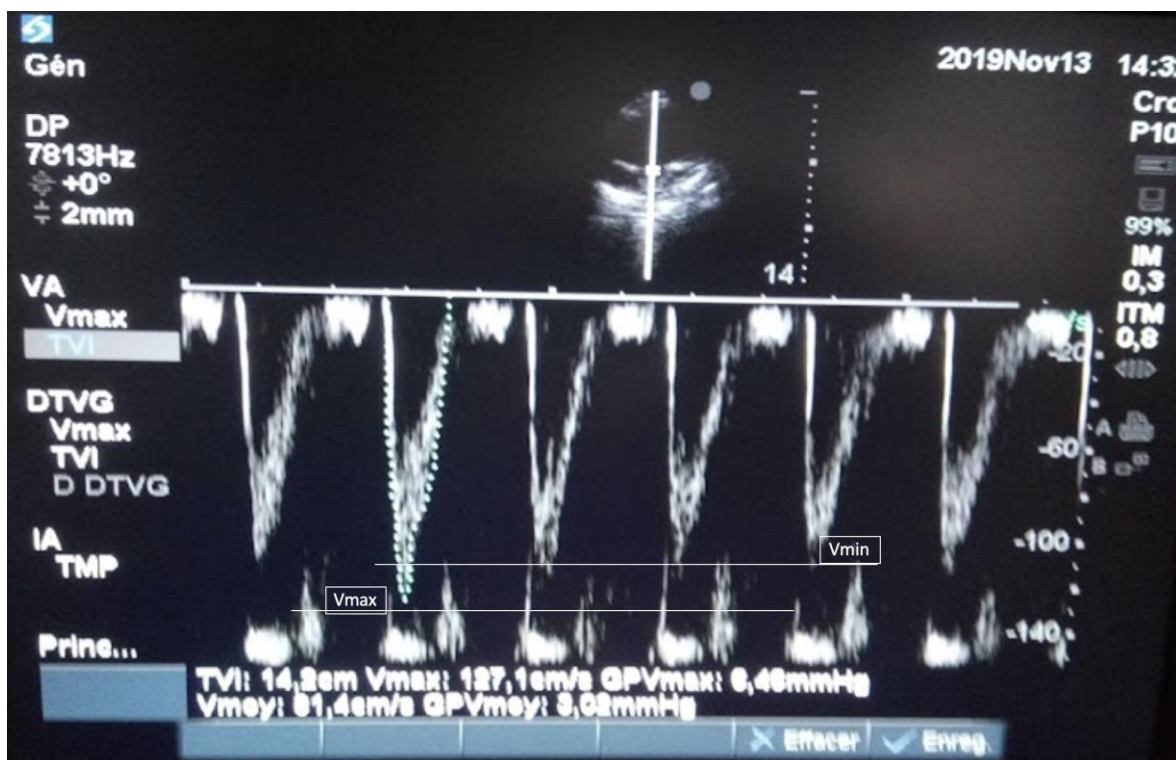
Mesure de  $V_{peak\ max}$  et  $V_{peak\ min}$  à partir du tracé manuel du flux aortique obtenu en Doppler mesuré au niveau de la chambre de chasse du ventricule gauche
